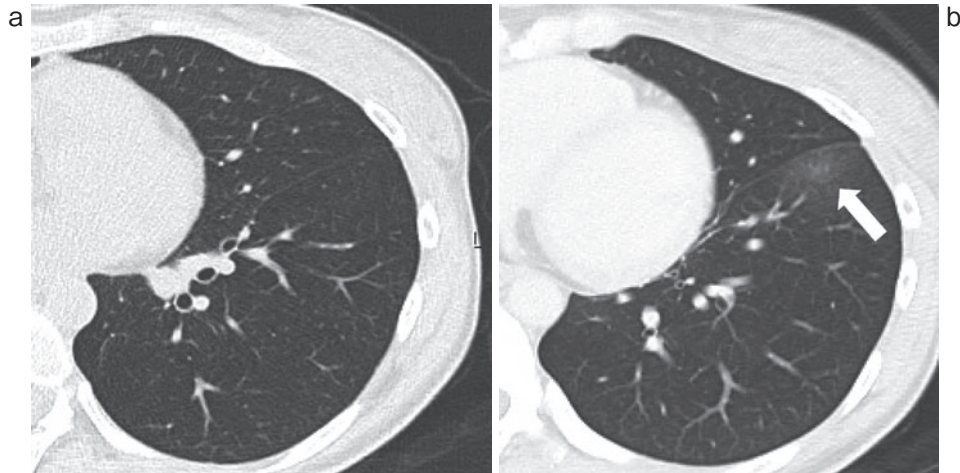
初診時に認められなかったすりガラス陰影が左S⁸に新たに認められた。(a) 初診時胸部単純CT, (b) 入院時(月経時)胸部造影CT。
